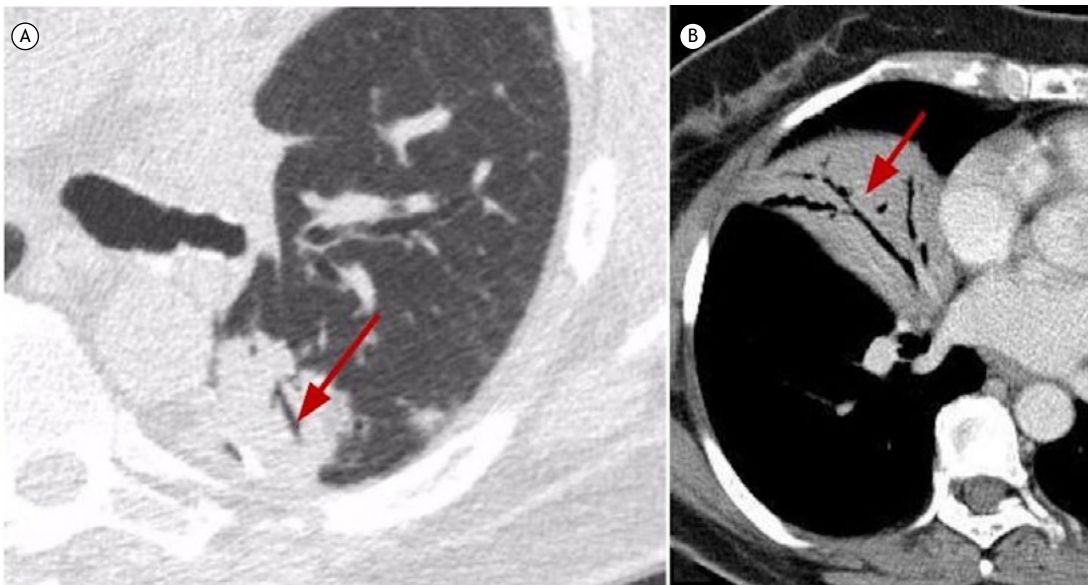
Imagens axiais de TC em janela de pulmão (A) mostrando broncoceles em paciente com aspergilose broncopulmonar alérgica (ABPA) e, em janela de mediastino (B), mostrando conteúdo com atenuação aumentada (seta vermelha) no interior da broncocele, o que sugeriu o diagnóstico de ABPA.
